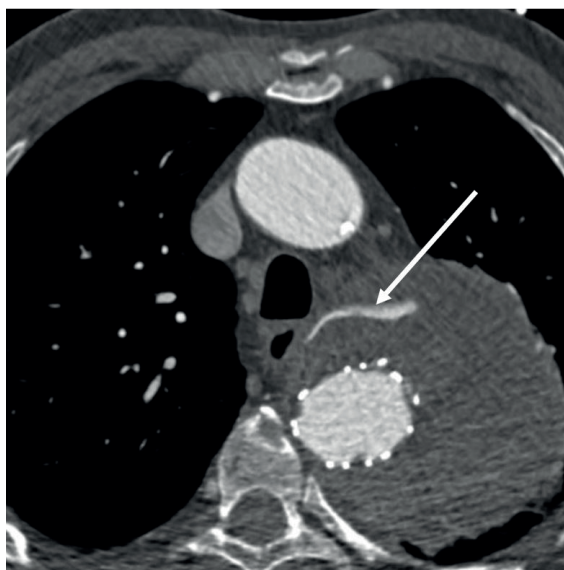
КТ-ангиография аорты после TEVAR.
